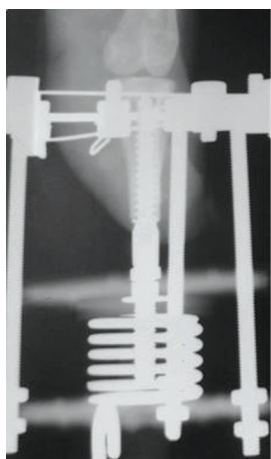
Рентгенограмма культы большеберцовой кости кролика после операции (а) и фото кролика с установленным имплантатом в устройстве внешней фиксации с компрессионным нагружением (б)
